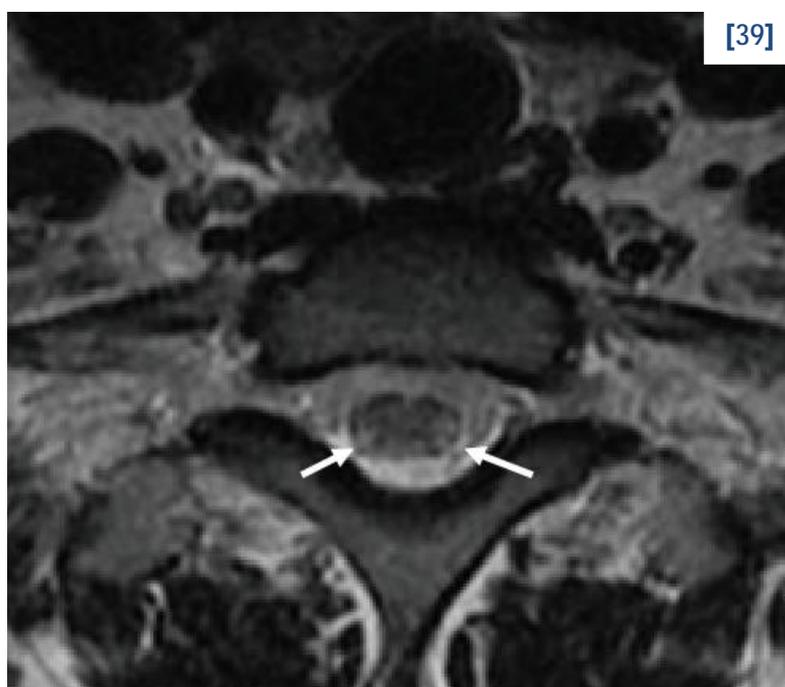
Transverse T2-weighted MRI scan of the cervical spinal cord at the C7 level demonstrating symmetric signal intensity within the lateral and dorsal columns before treatment.
